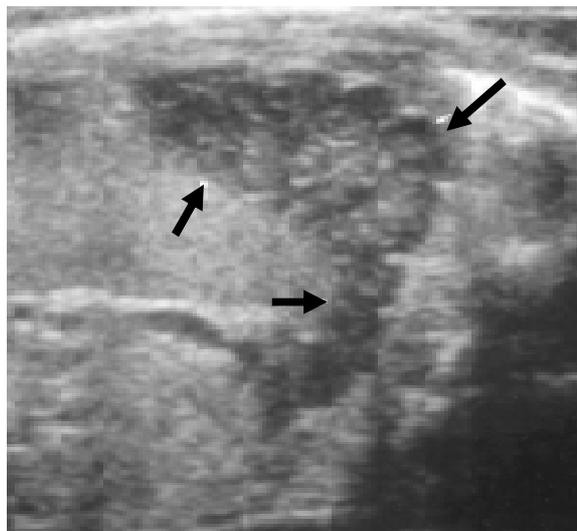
image échographique montrant une augmentation du volume de la surrénale gauche avec une surface irrégulière chez un garçon de 26 jours atteint de l'hyperplasie congénitale des surrénales [62]
